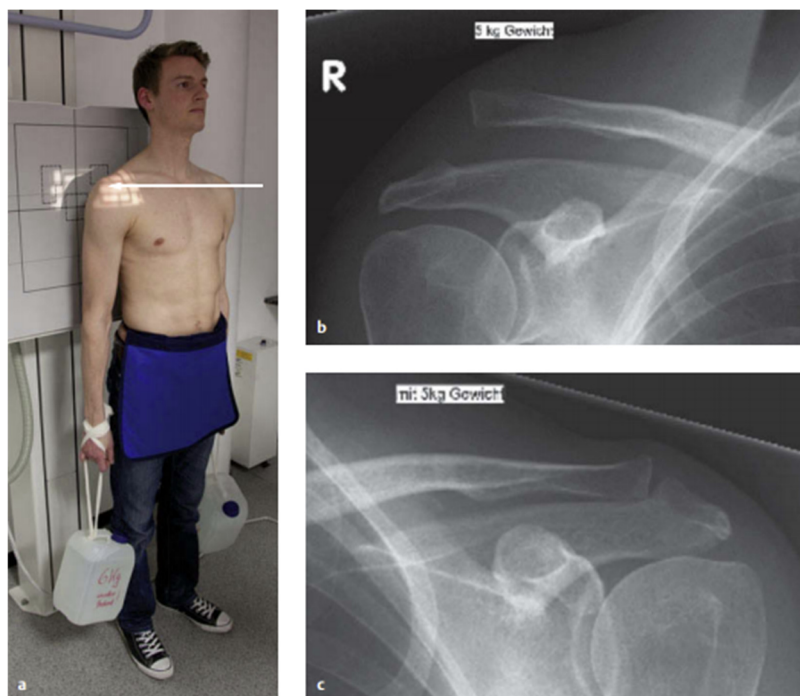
"Water-bearer"-Aufnahme; a) Lagerung, b) Röntgenaufnahme rechts: pathologischer Befund des AC-Gelenks, c) Röntgenaufnahme links: physiologischer Befund des AC-Gelenks (46)
